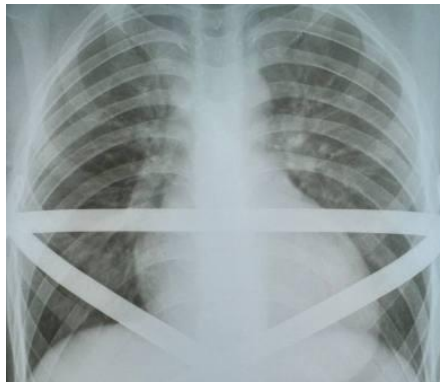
Рентгенограма пацієнта із симетричним широким пласким типом (ІВ за Park), поєднаним із двобічною ДРД; тип «IX» розташування пластин
